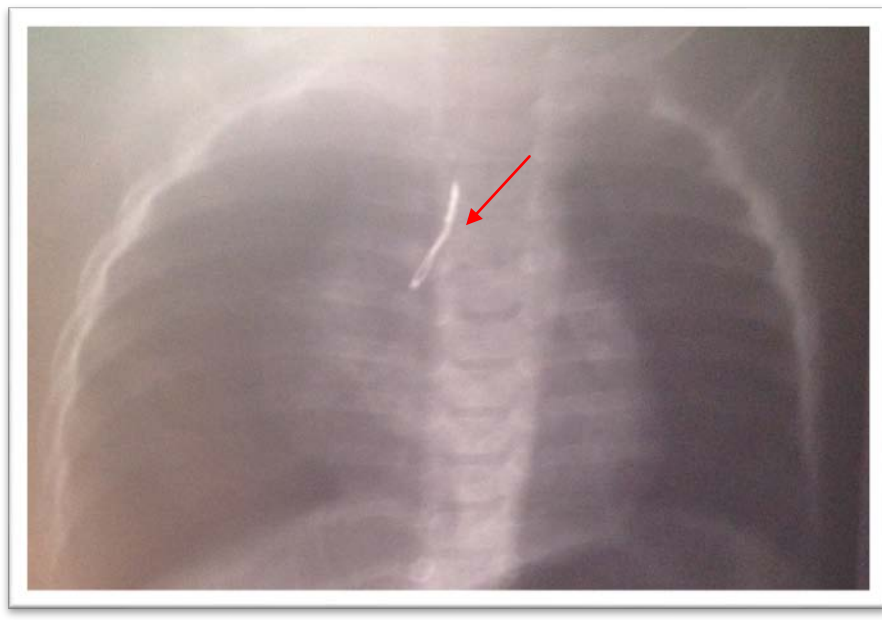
Radiographie thoracique de face montrant un fil métallique au niveau de la bronche souche droite avec un emphysème obstructif.
